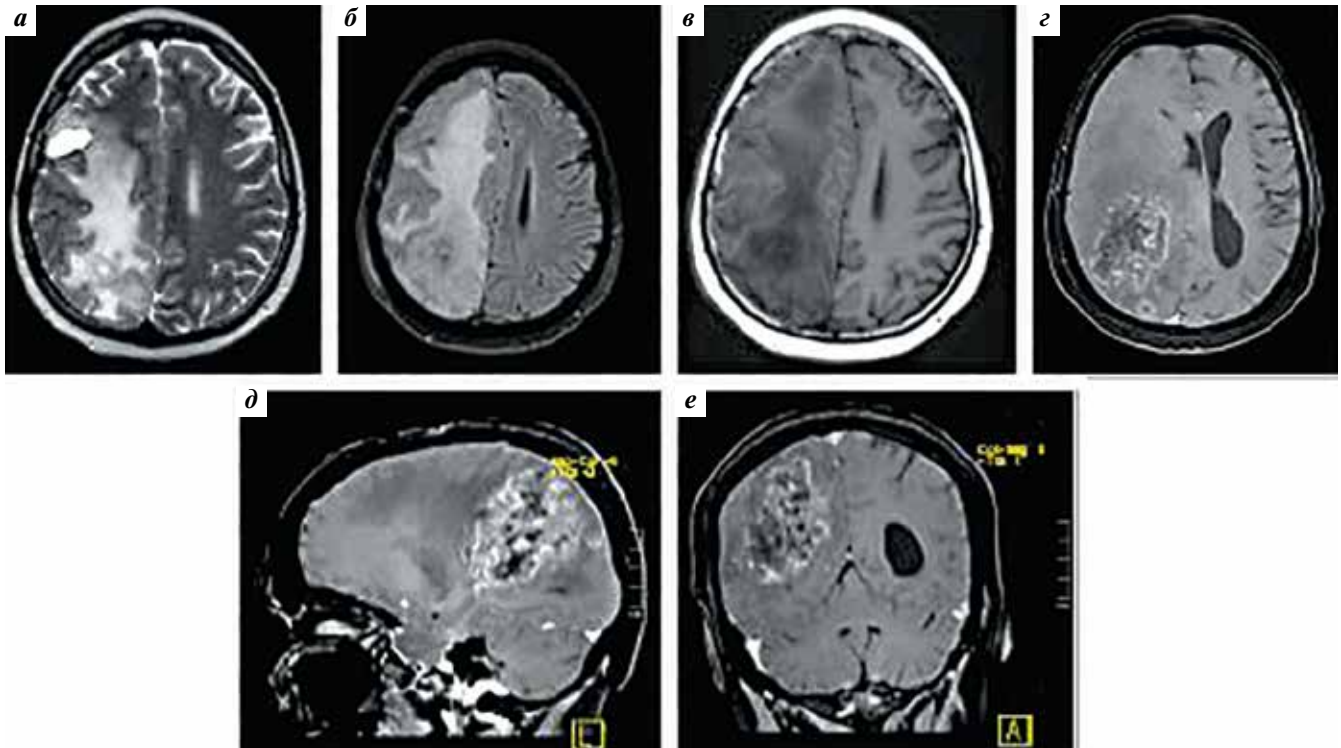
Магнитно-резонансная томография головного мозга пациентки Б. от 31.07.2015 в режимах T2-взвешенных изображений (ВИ) (а), FLAIR (б), T1-ВИ (в), T1-ВИ после внутривенного контрастирования (г–е). Заполненная ликвором послеоперационная полость в правой лобно-теменной области. В правой теменной доле — значительное увеличение определявшихся ранее образований неоднородной структуры с неровными и нечеткими контурами и зоны перифокального отека, что привело к сдавлению правого бокового и третьего желудочков и смещению срединных структур слева
